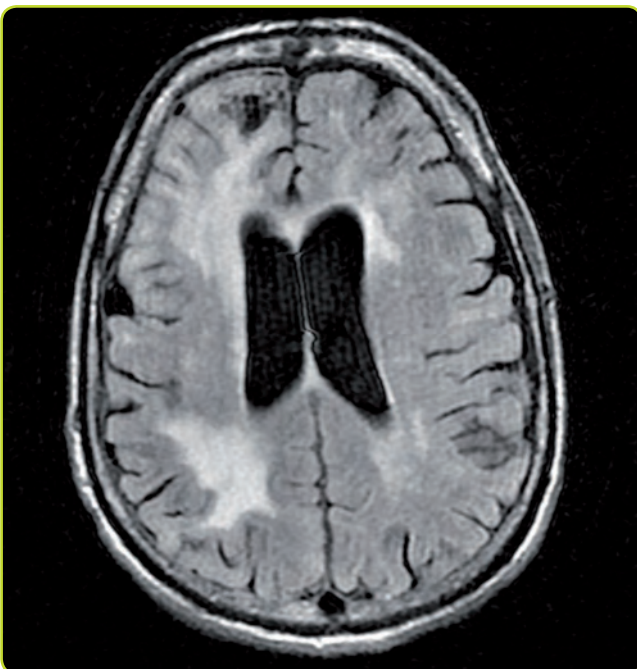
RM cerebral (FLAIR). LEMP: Imágenes hiperintensas en sustancia blanca que no producen efecto masa.
